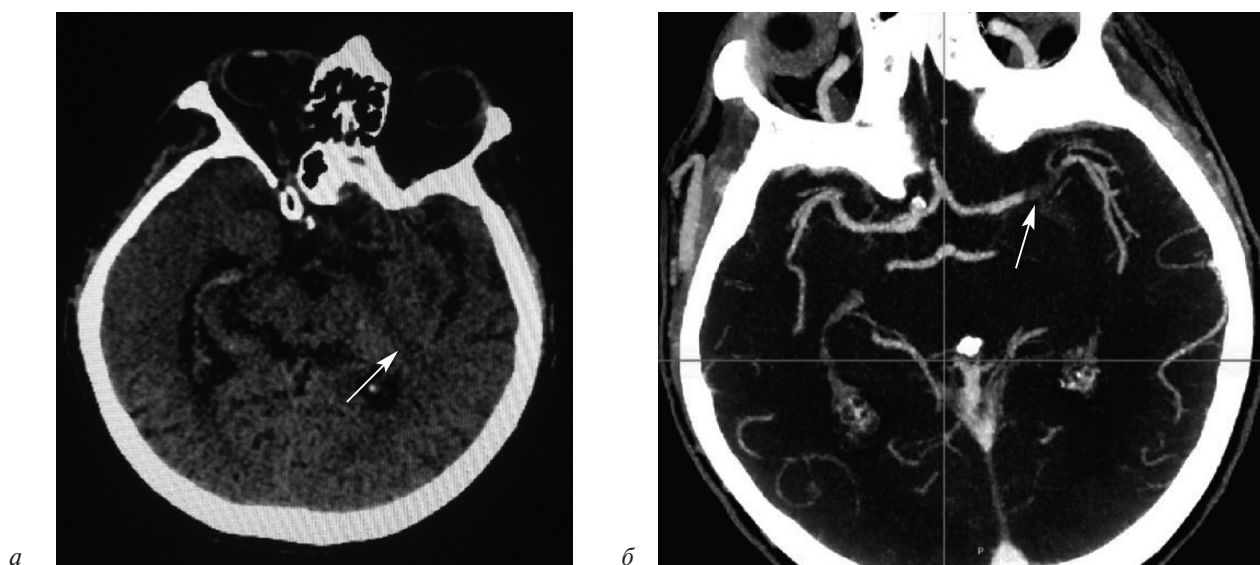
Результаты компьютерной томографии пациентки с острым нарушением мозгового кровообращения в бассейне левой средней мозговой артерии: *а* – стрелкой указан старый ишемический очаг; *б* – стрелкой указана зона окклюзии средней мозговой артерии в сегменте М1
